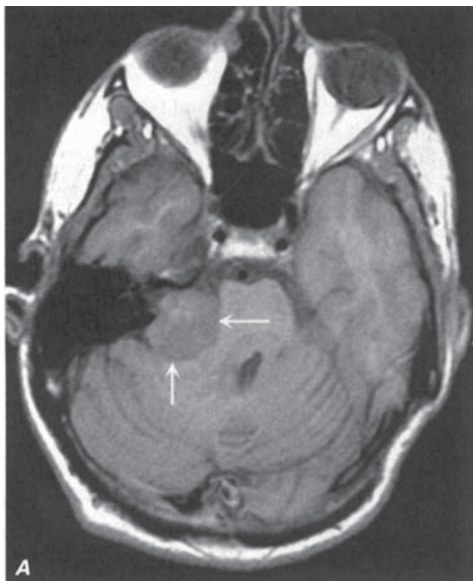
Schwannom acustic (neurom) A. RMN cu semnal T1 axial fără contrast la nivelul unghiului cerebelopontin demonstrează prezența unei mase extraaxiale, care se întinde într-un canal auditiv intern lărgit, dislocând puntea (*săgețile*). B. Imaginea cu semnal T1 post-contrast arată o mărire importantă a schwannomului acustic (*săgeata albă*). Mărirea anormală a celui de-al cincilea nerv cranian stâng (*săgeata neagră*) reprezintă, cel mai probabil, un alt schwannom la acest pacient cu neurofibromatoză tipul II.
